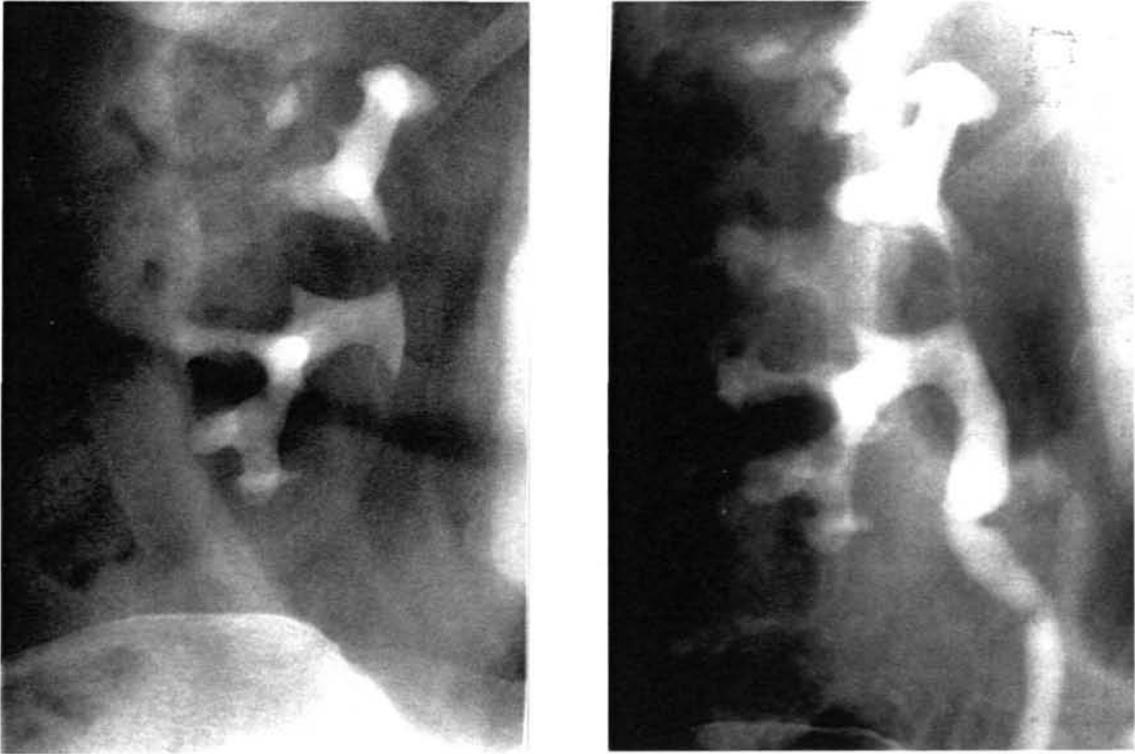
M-2a y b.- Caso anterior: radiografía simple renal (a) y urografía intravenosa (b) con litiasis coraliforme dcha y ausencia de signos de obstrucción.
